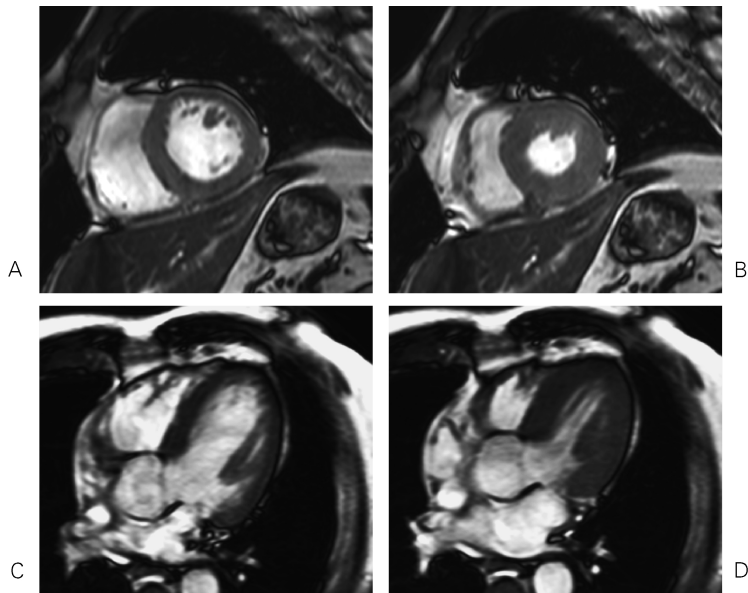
Cine MRI in a 65-year-old man with normal left ventricular wall motion acquired with a steady state free precession sequence. A : short axis image at diastole, B : short axis image at systole, C : long axis image at diastole, D : long axis image at systole. High blood signal was obtained by using a MultiTransmit method.
